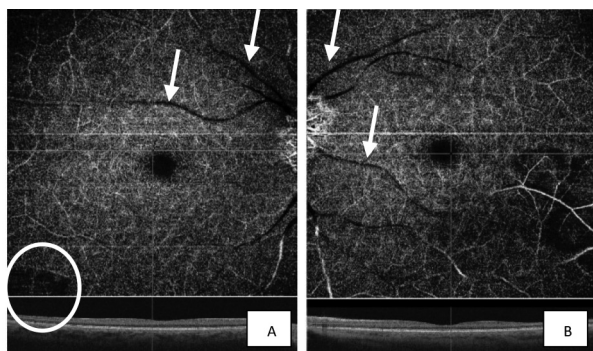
Angiografía por tomografía de coherencia óptica. Se observa oclusiones vasculares profundas de la retina (flechas), asociadas a áreas de isquemia focal (circulo). Ojo derecho (A) y ojo izquierdo (B).
